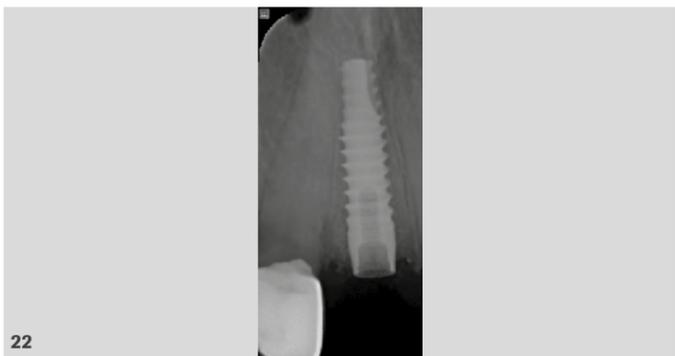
Imagen de la radiografía de control tras la extracción del 1.1 y la colocación inmediata del implante.
